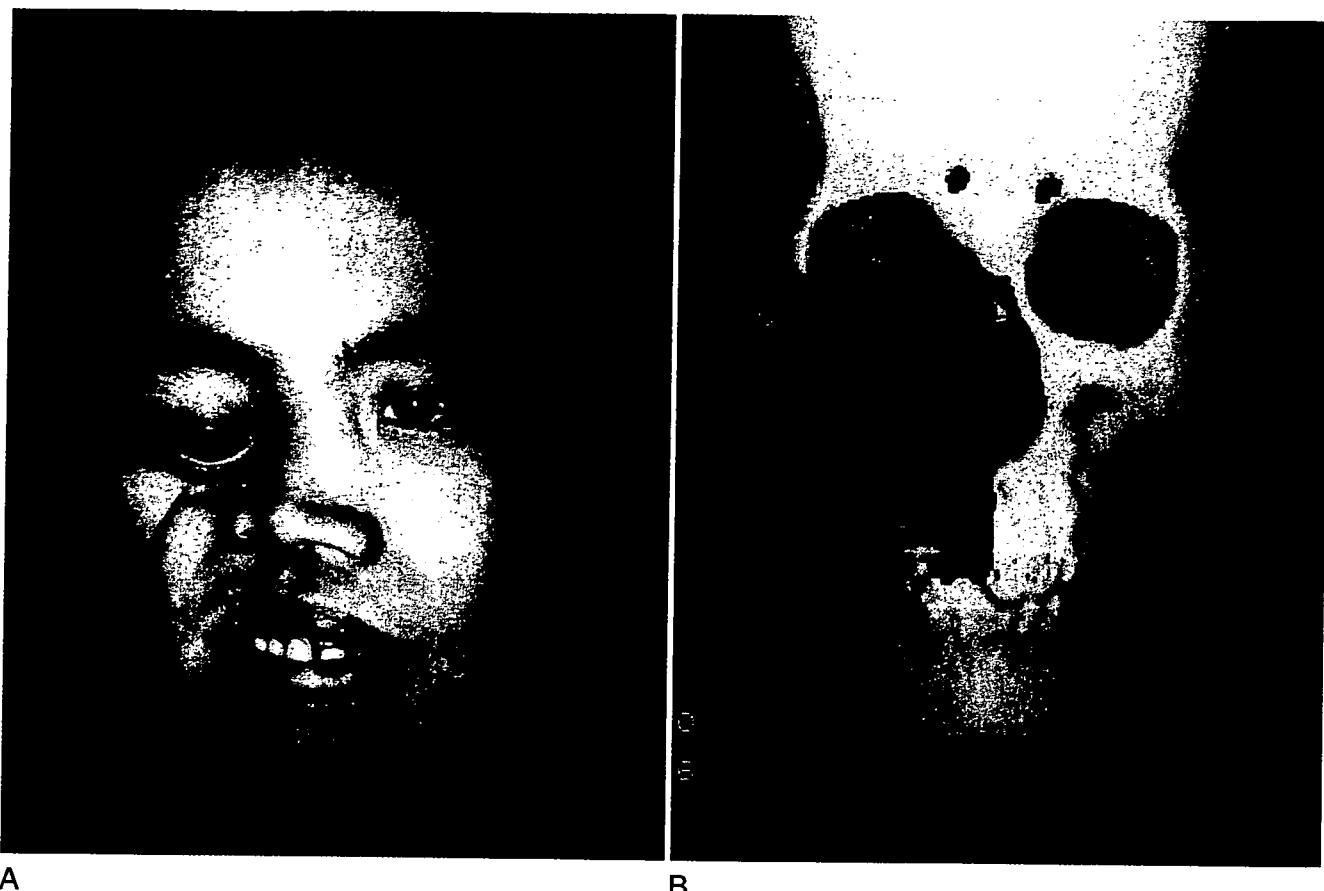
A, Severe depression deformity of the cheek and downward dislocation of the eye after resection of a right maxillary carcinoma including a large part of the maxillary bone. The patient complained of diplopia and eye pain. B, A three-dimensional computed tomography scan of the same patient is shown.
